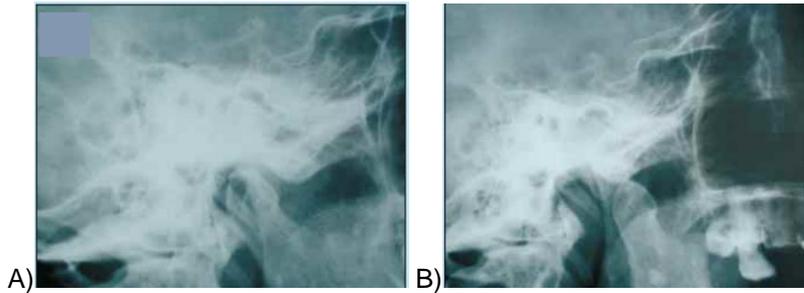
Radiografía transcraneal. A) Cóndilo en la fosa glenoidea al tomarse la radiografía en oclusión. B) Cóndilo delante de la fosa glenoidea en posición de apertura.
